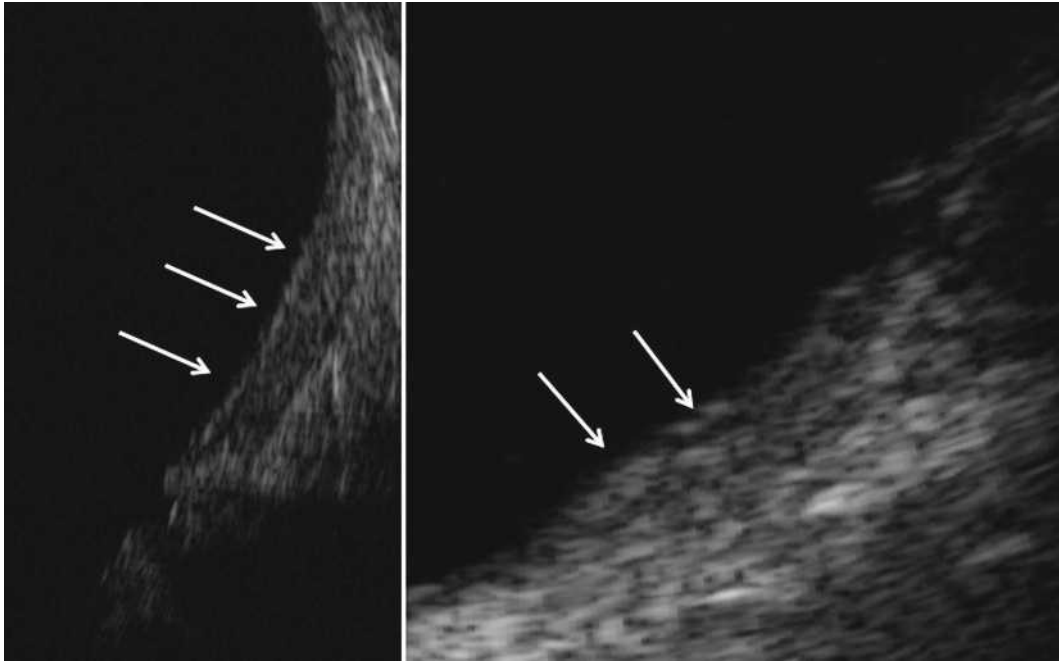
Coupe maculaire en échographie de 10 MHz avec œdème maculaire diffus donnant un épaissement modéré (à gauche) et une zone d'épaississement assez écho-gène plus localisé avec OMC (à droite).
